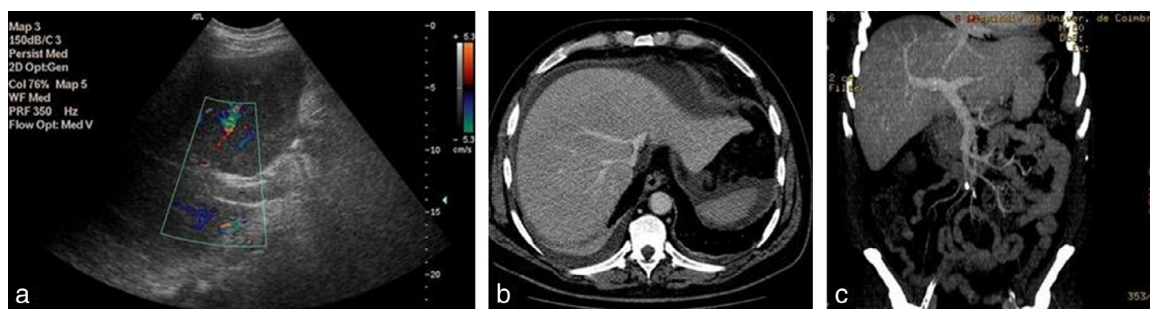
Imagiology. Abdominal ultrasound with doppler: the portal vein with doppler color showed no visible flow with the scaled velocity of 5.3 cm/s (image a). Abdominal computed tomography angiography demonstrated hepatomegaly, mild perihepatic peritoneal effusion and permeability of portal and suprahepatic veins (image b and c).
